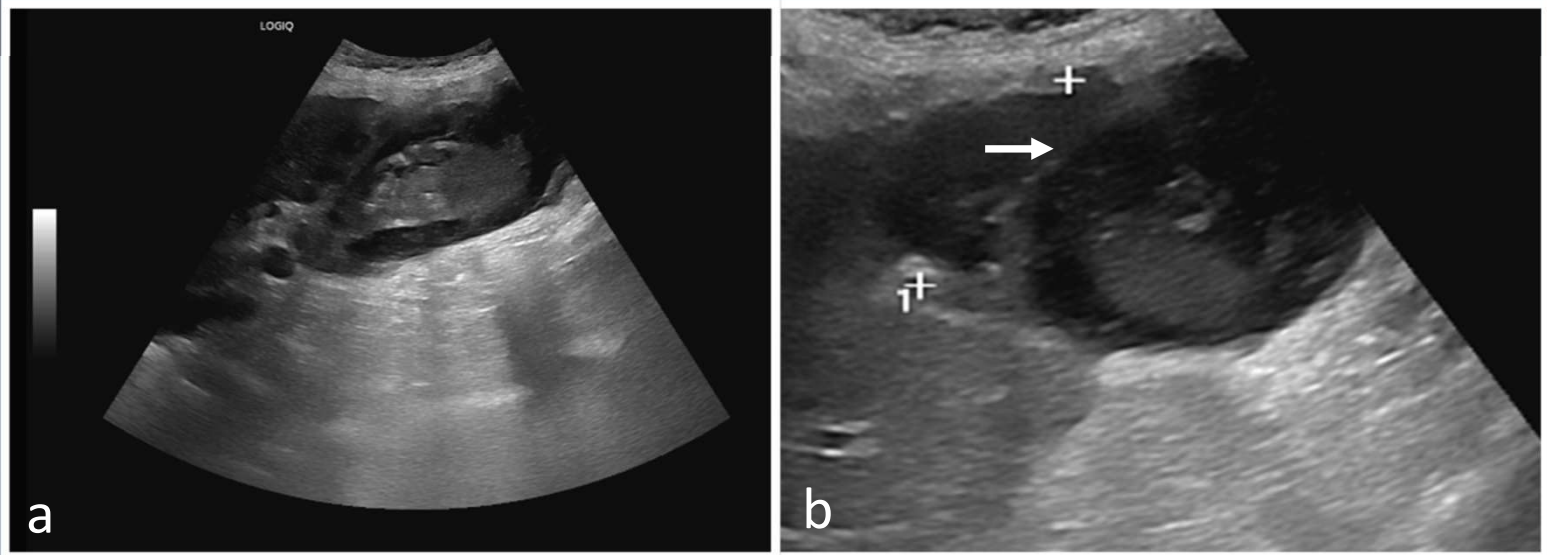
Colecistitis aguda litiásica. Ecografía abdominal. (a) Signos de colecistitis en ecografía abdominal con distensión vesicular, engrosamiento de paredes y abundante contenido litiásico. (b) Colección hipoecoica adyacente al margen hepático (cruces) y en relación con un defecto de continuidad parietal (flecha)
